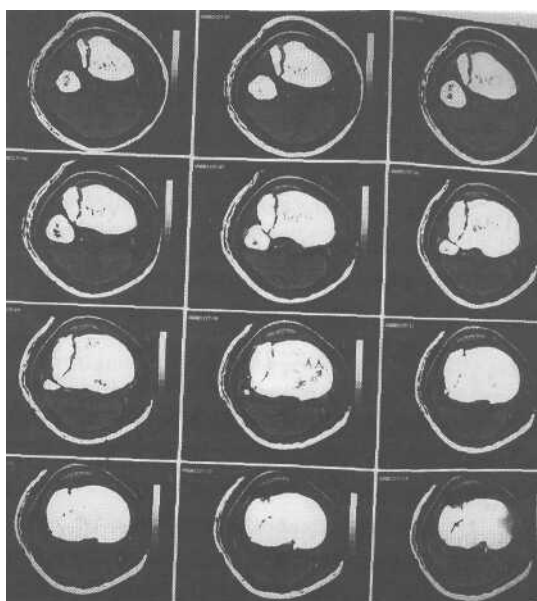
Stesso caso di Figura 13, immagine TAC.
